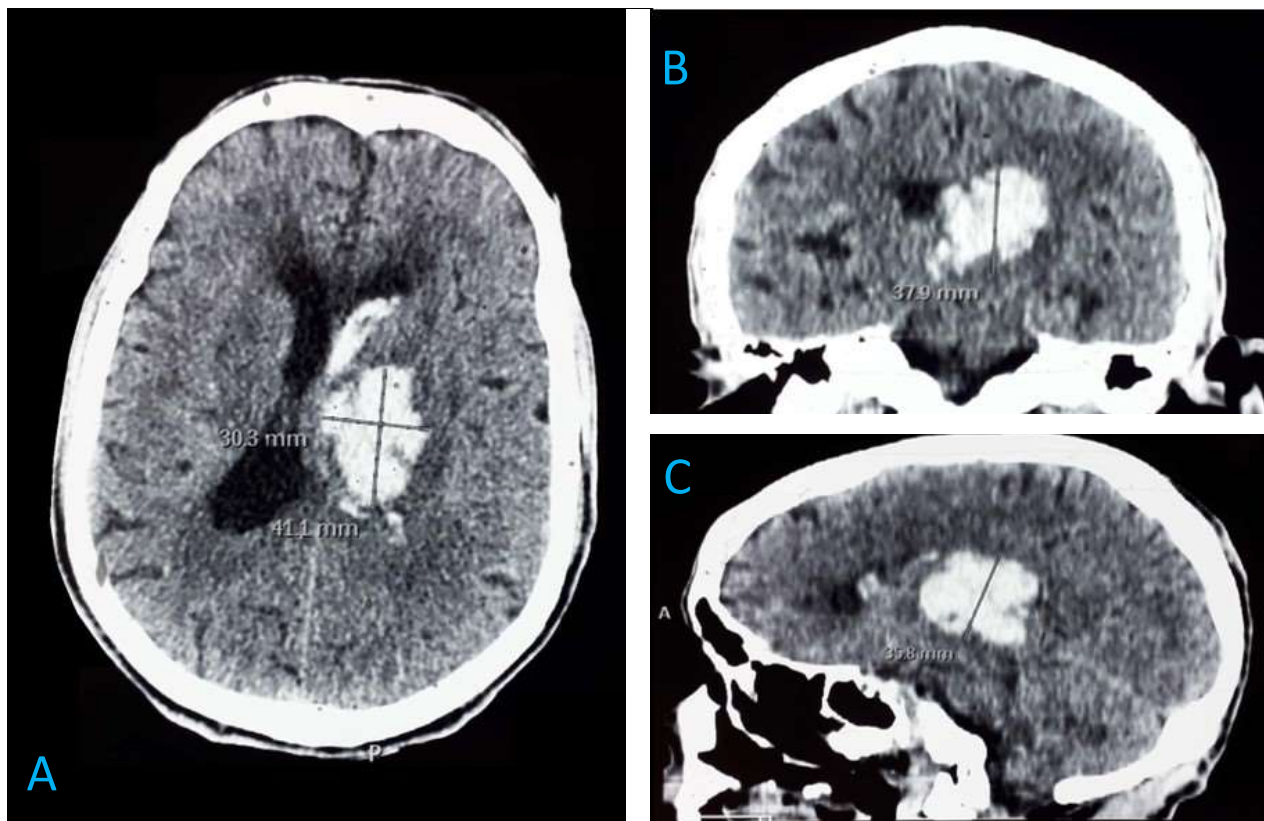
TDM cérébrale avec des coupes axiale (A), coronale (B) et sagittale (C) montrant un Hématome intra parenchymateux profond capsulothalamique gauche associé à une inondation du ventricule latéral homolatéral mesurant 41.1 x 30.3 x 37.9 mm. Le volume est calculé selon la formule $ABC/2$ et égale à 23,6 cm³.
